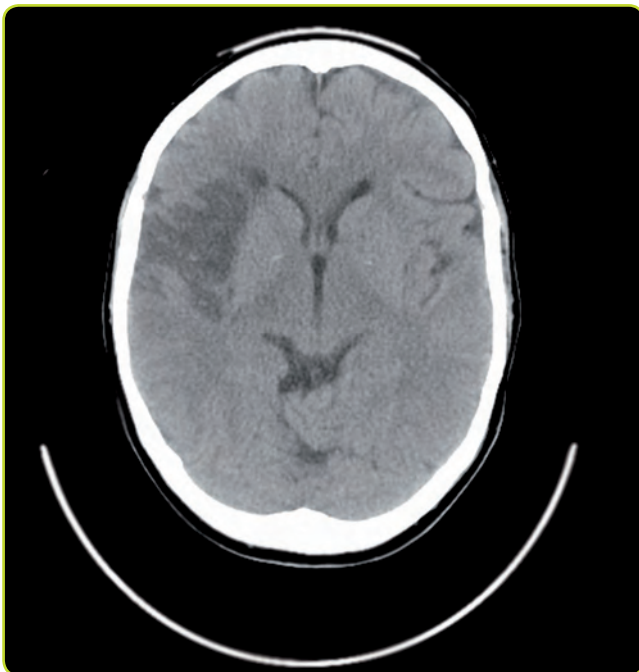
TC craneal. Infarto cerebral subagudo en territorio de la arteria cerebral media derecha. En la TC craneal el infarto se ve hipodenso (oscuro) en la fase subaguda y crónica.
